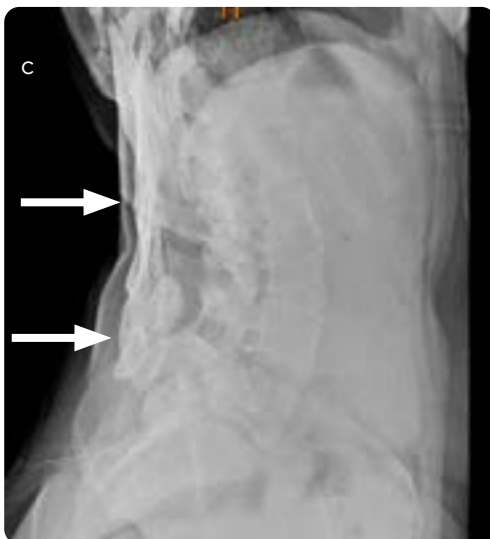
Radiografía simple de columna. a) Proyección AP: calcificación gruesa prominente en los tejidos blandos de la región toracolumbar derecha (flecha). b) Proyección lateral a la altura de la columna torácica: calcificaciones ligamentarias junto a los arcos posteriores dorsales (flechas). c) Proyección lateral a la altura de la columna lumbar: arcos posteriores lumbares (flechas). d) Proyección AP: escoliosis dorsolumbar de vértice izquierdo asociada (flecha).
